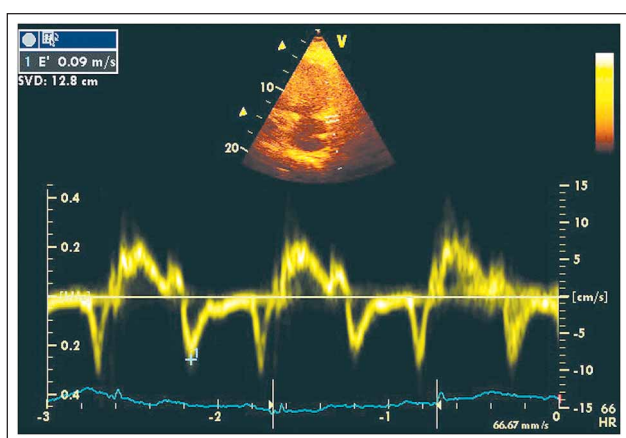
Geschwindigkeiten des (lateralen) Mitralanulus im Gewebedoppler (TDI). E/e' (septal + lateral) beträgt 13.
